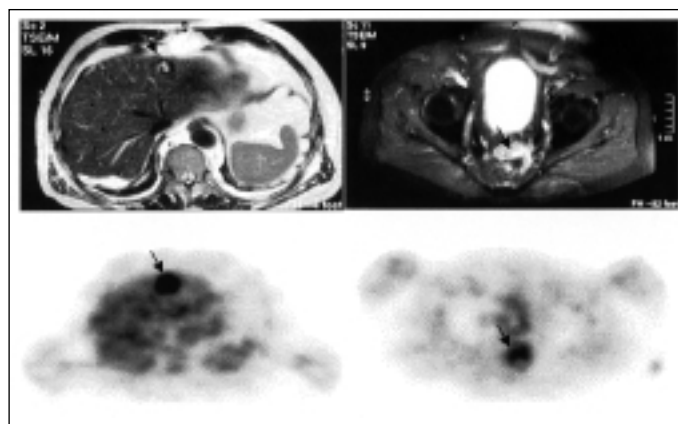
71-jähriger Patient, der wegen eines Rektumkarzinoms operiert und adjuvant bestrahlt wurde. Bei steigenden Tumormarkern zeigt sich im MRT ein metastasenverdächtiger Leberbefund (obere Reihe, linkes Bild), jedoch kein sicherer Hinweis auf ein Lokalrezidiv bei offensichtlich vorliegenden narbigen Veränderungen (MRT, obere Reihe, rechtes Bild). PET (untere Reihe) weist sowohl im Bereich der Leberläsion (linkes Bild) als auch im Bereich der Operation (rechtes Bild) ein erhöhte Glukoseutilisation im Sinne einer Tumormetastase beziehungsweise eines lokalen Karzinomrezidivs auf.
